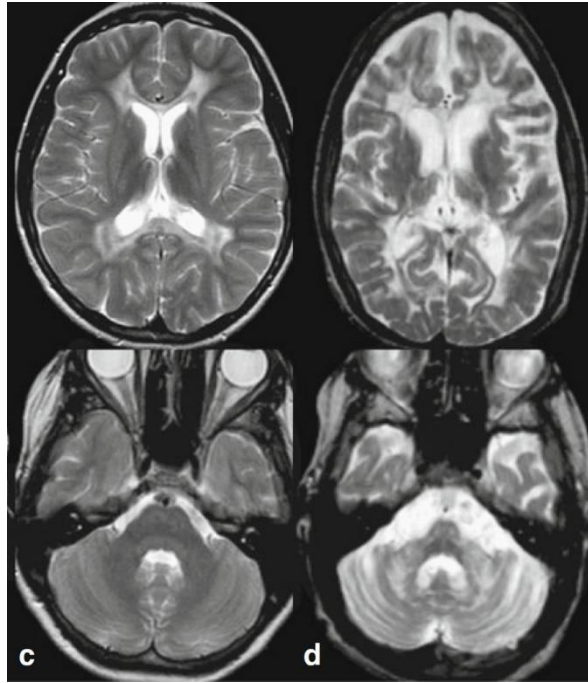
Beispielhafte MRT-Aufnahmen (41)
